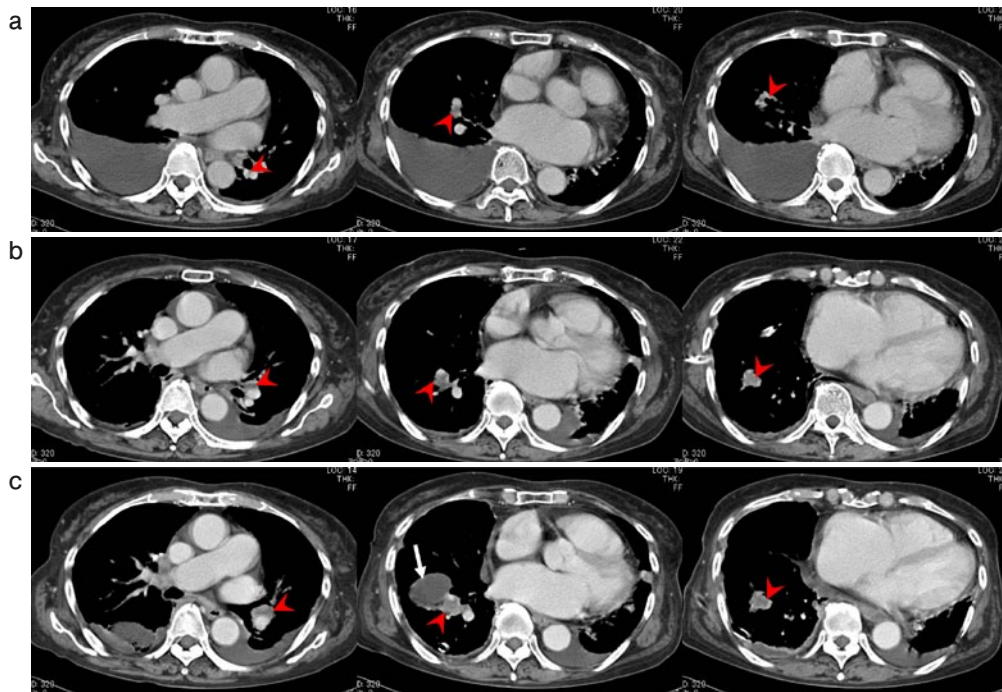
Computed tomography (CT) findings. (a) A CT was performed on November 12, 2010. It showed small multiple nodules near the pulmonary artery in the bilateral lobes. (b) Another CT was again performed on November 22, 2010. The nodules were larger and irregularly shaped. (c) One was again performed on December 1, 2010. The nodules (red arrowheads) were larger and invasive to the vascular wall. Pleural effusion has increased gradually, and a white arrow shows an interlobar pleural effusion, seen as a round density adjacent to the tumor.
